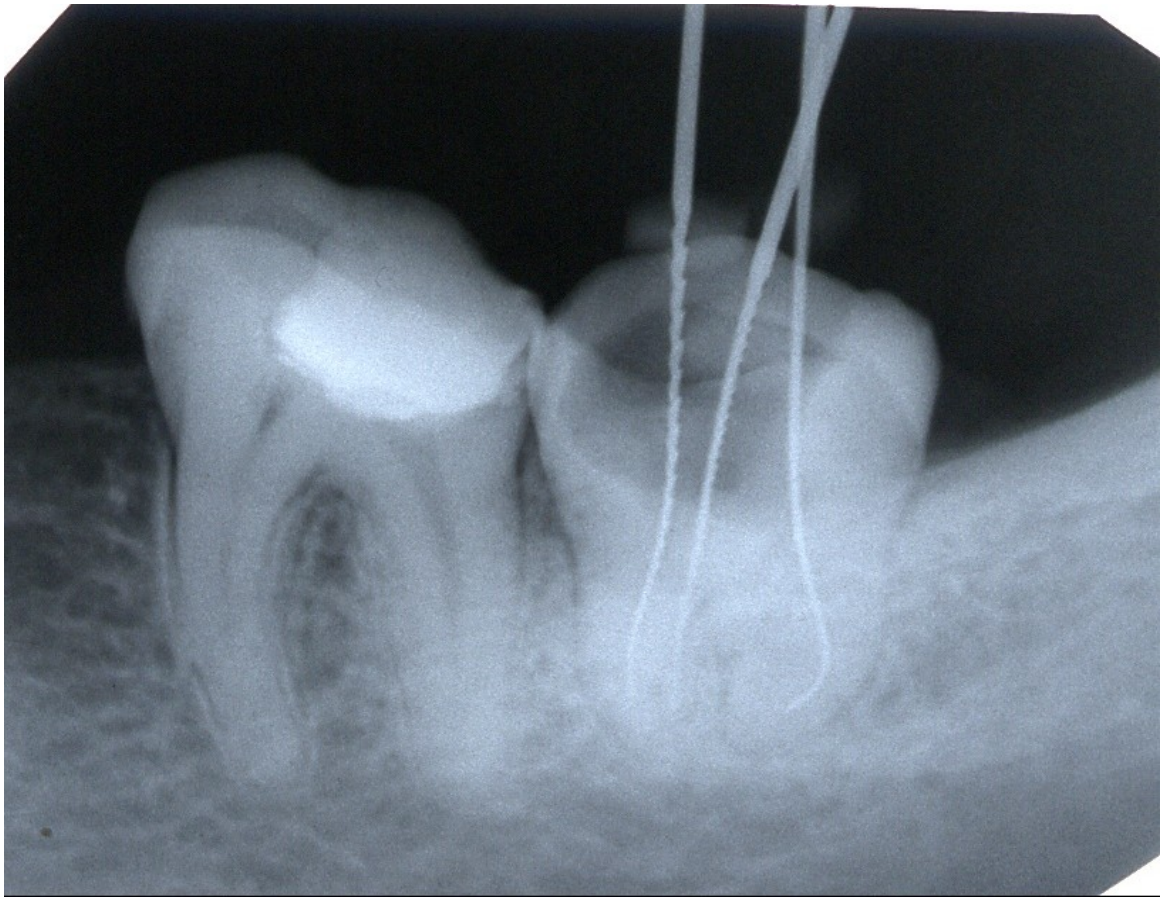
Рентгенограмма зуба с эндодонтическими инструментами
